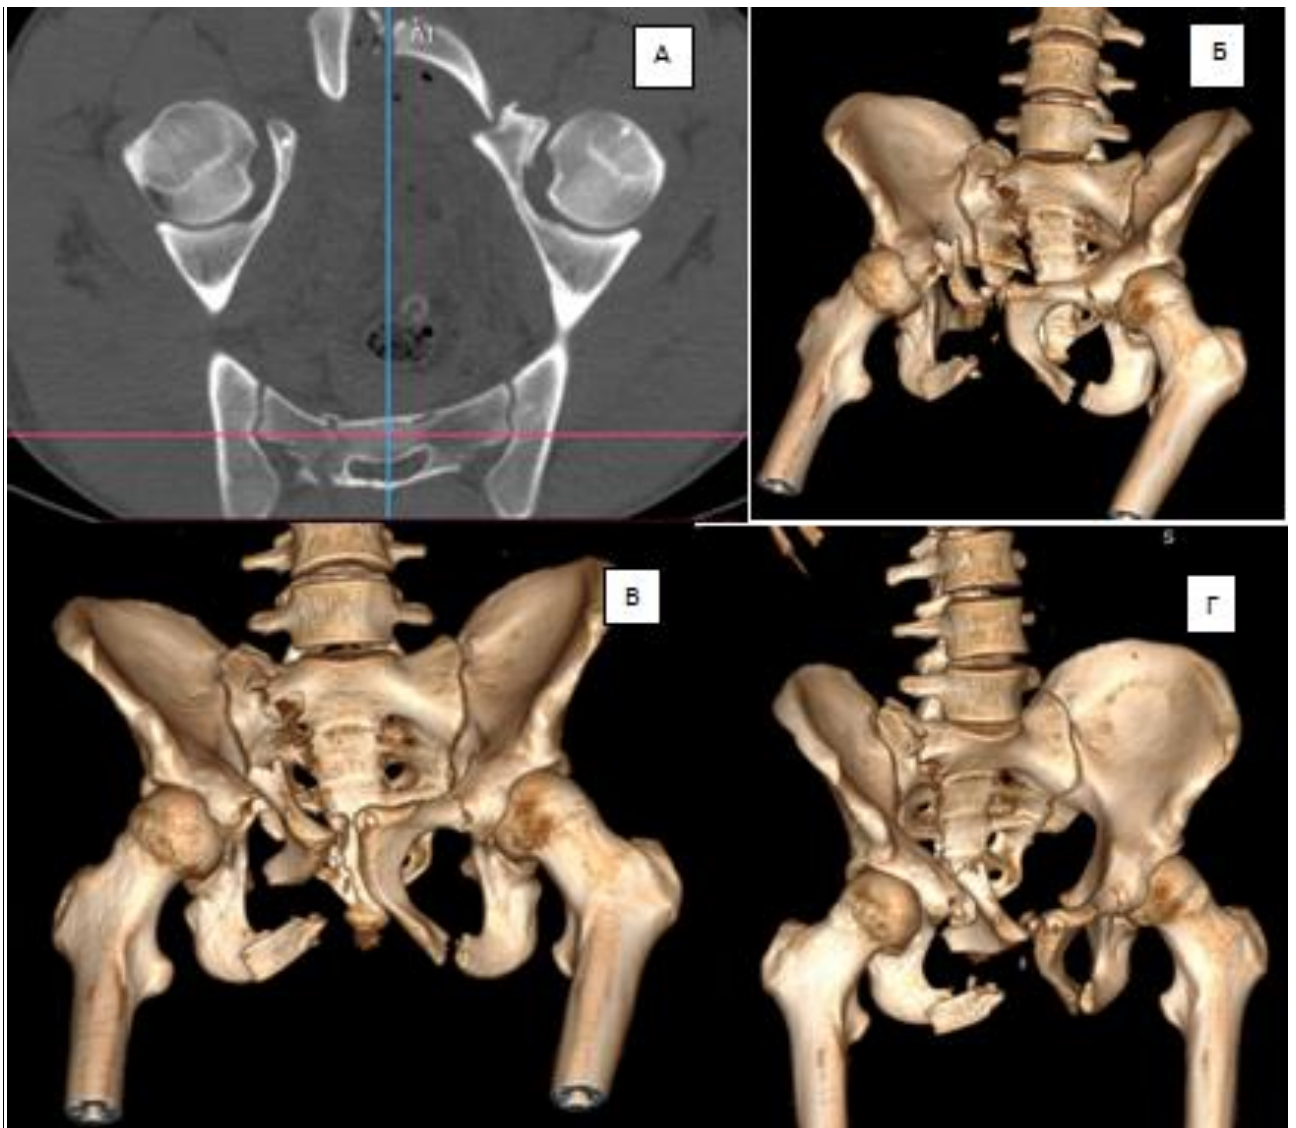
Рентгеноматомограммы пострадавшего Б. 19 лет, где РКТ сканирование (А) и 3D реконструкция (Б-Г).
